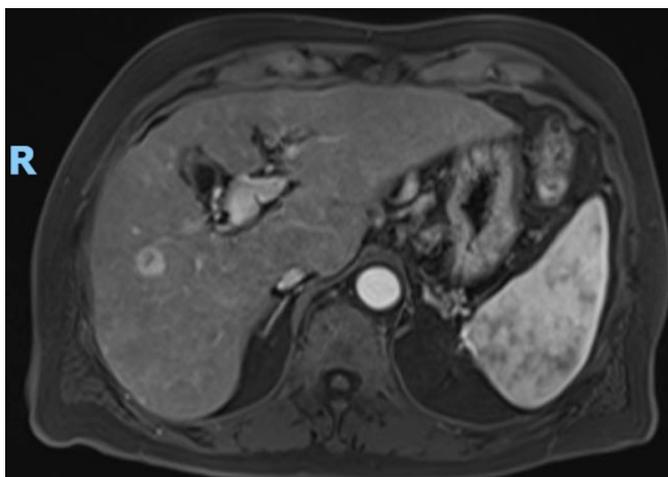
A,b. Resonancia Magnética en secuencia T1 en fase arterial. Corte axial y coronal.
